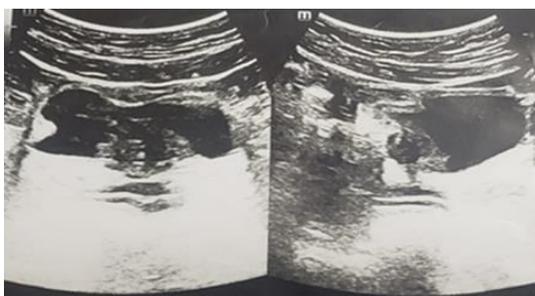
Ultrasonografía vesical
